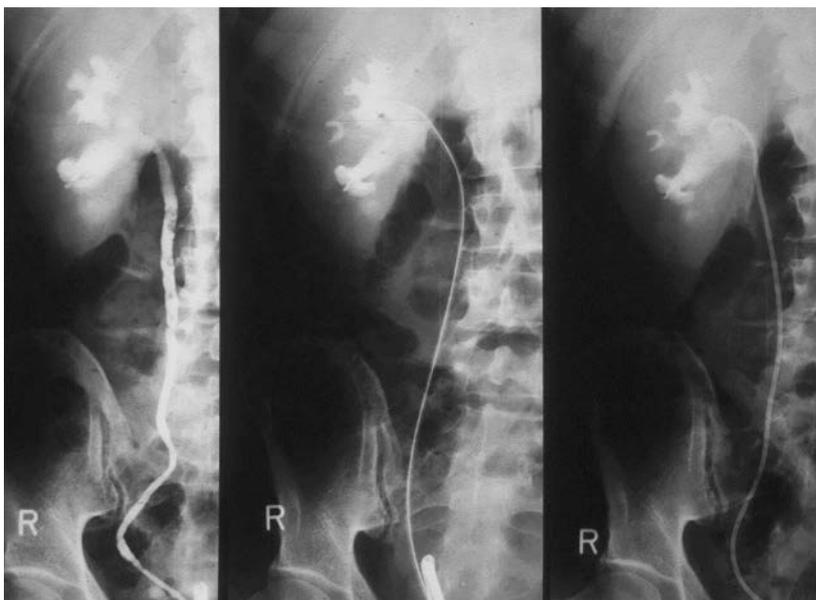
Рентгенограммы основных этапов стентирования: ретроградной уретеропиелографии, струны-проводника в лоханке и установки дренажа.
